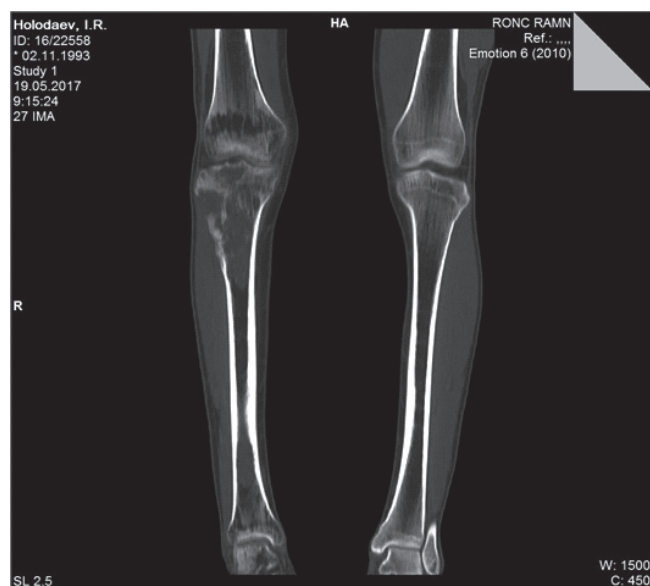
Компьютерная томография после 6 курсов ПХТ
